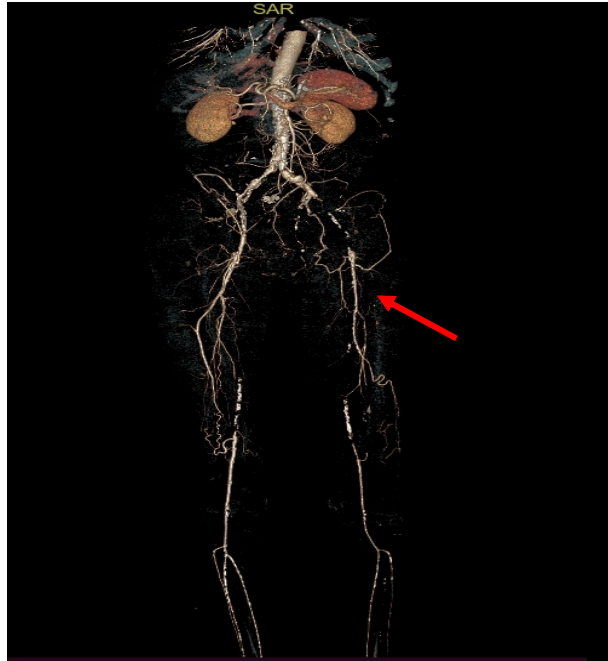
МСКТ ангиография окклюзии НПА и ПБА слева (красная стрелка) у пациента. Отмечается выраженный кальциноз аорты и подвздошных артерий.
